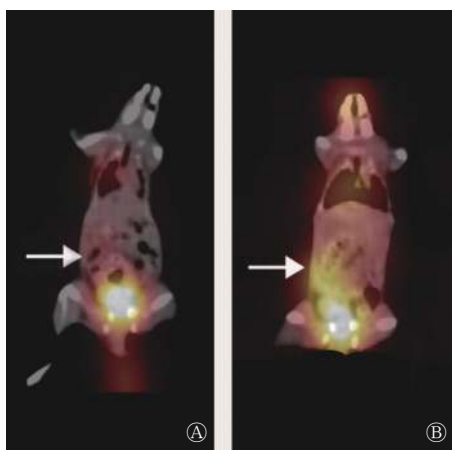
$^{131}\text{I}$ -Tyr-Nivolumab 给药后 4 h(A) 和 24 h(B) 结肠癌小鼠体内放射性分布 SPECT/CT 显像图 图中, 箭头示肿瘤。
